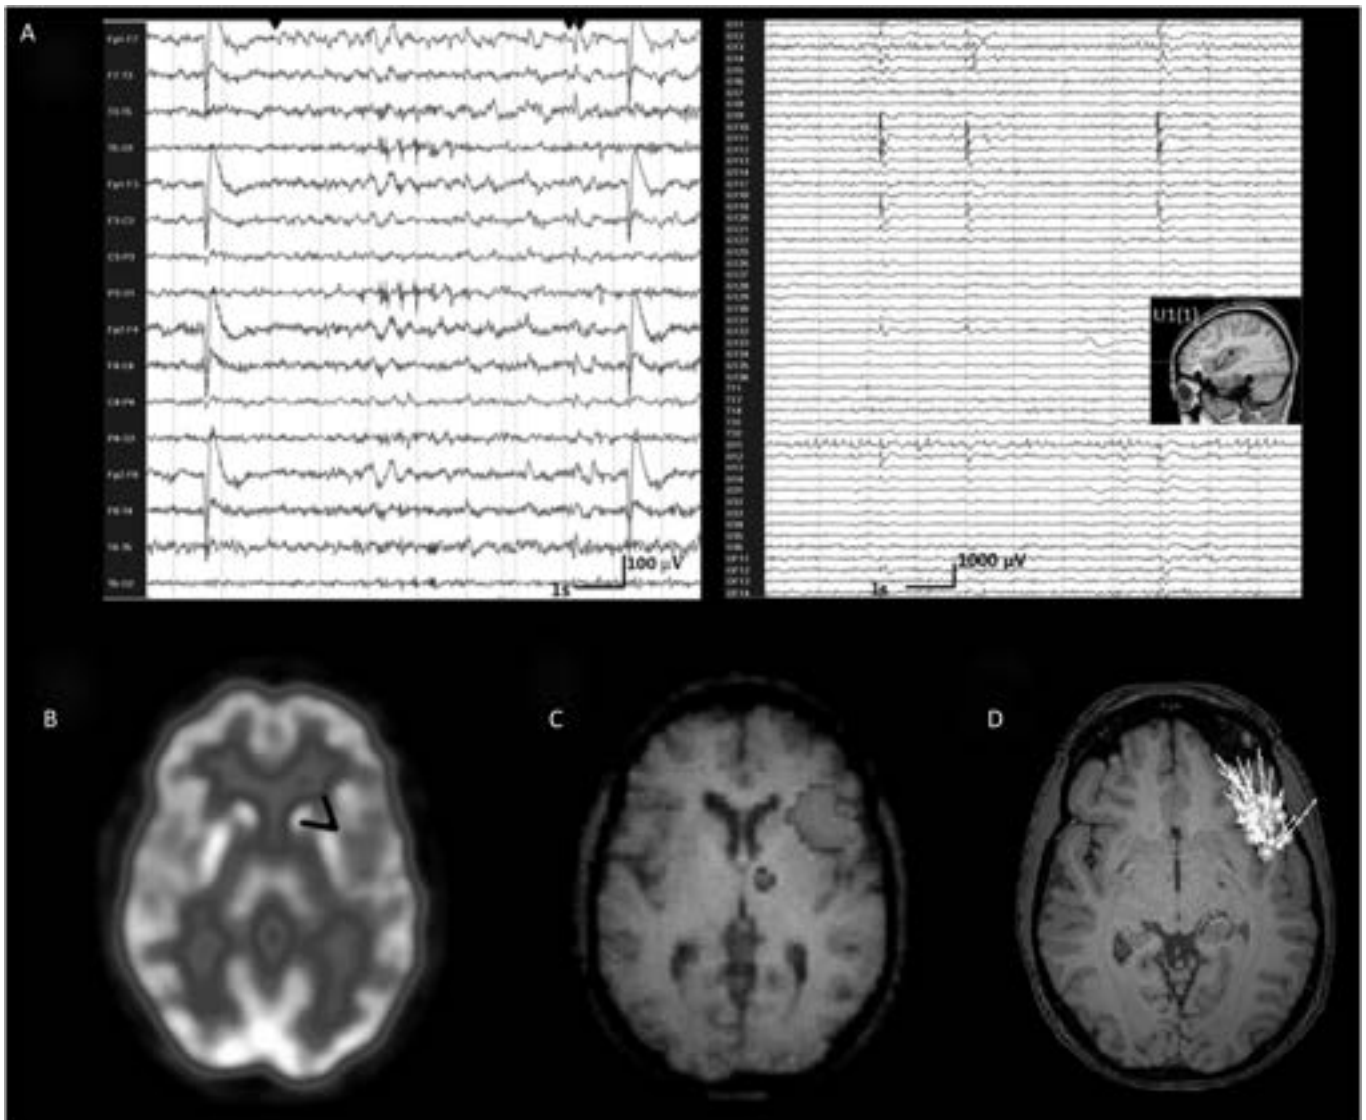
Multimodal noninvasive functional investigation of epileptogenic activity in a patient with MRI-negative left anterior insular epilepsy. A, On scalp EEG recordings (HPF = 1 Hz, LPF = 35 Hz—left), frequent low-to-medium amplitude left frontal spikes (Fp1-F7) (↓) occasionally projecting to centrotemporal and contralateral regions (↓ ↓) were found. Invasive EEG recording (HPF = 1 Hz; LPF = 70 Hz—right) showed continuous low-amplitude spikes over anterior insula [U1(1)—triangulated in the inset] that frequently spread over the inferior, middle, and superior frontal gyri and orbitofrontal cortex. Interictal PET (B) and ictal single-photon computed tomography subtraction image (SISCOM) (C) reveal hypometabolism and hyperperfusion over the left anterior insula, respectively. D, Magnetoencephalography dipole source modeling exhibits a tight cluster of dipoles over the left anterior insula. HPF, high-pass filter; LPF, low-pass filter.
